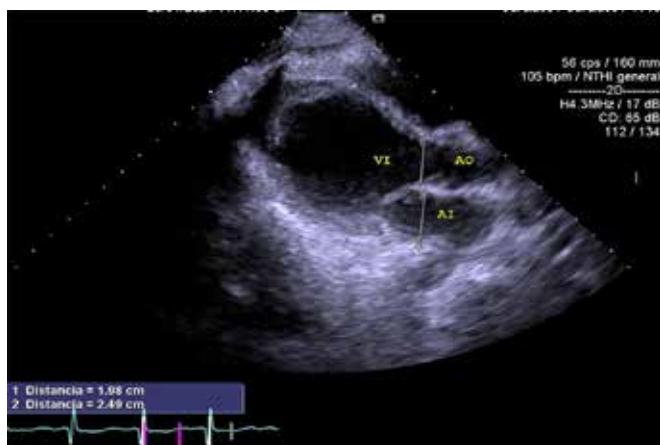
Ecocardiograma transtorácico. Se observa sin hipertrofia ventricular, movilidad conservada solamente en ápex que condiciona tracción del ventrículo derecho; resto con hipocinesia generalizada.
